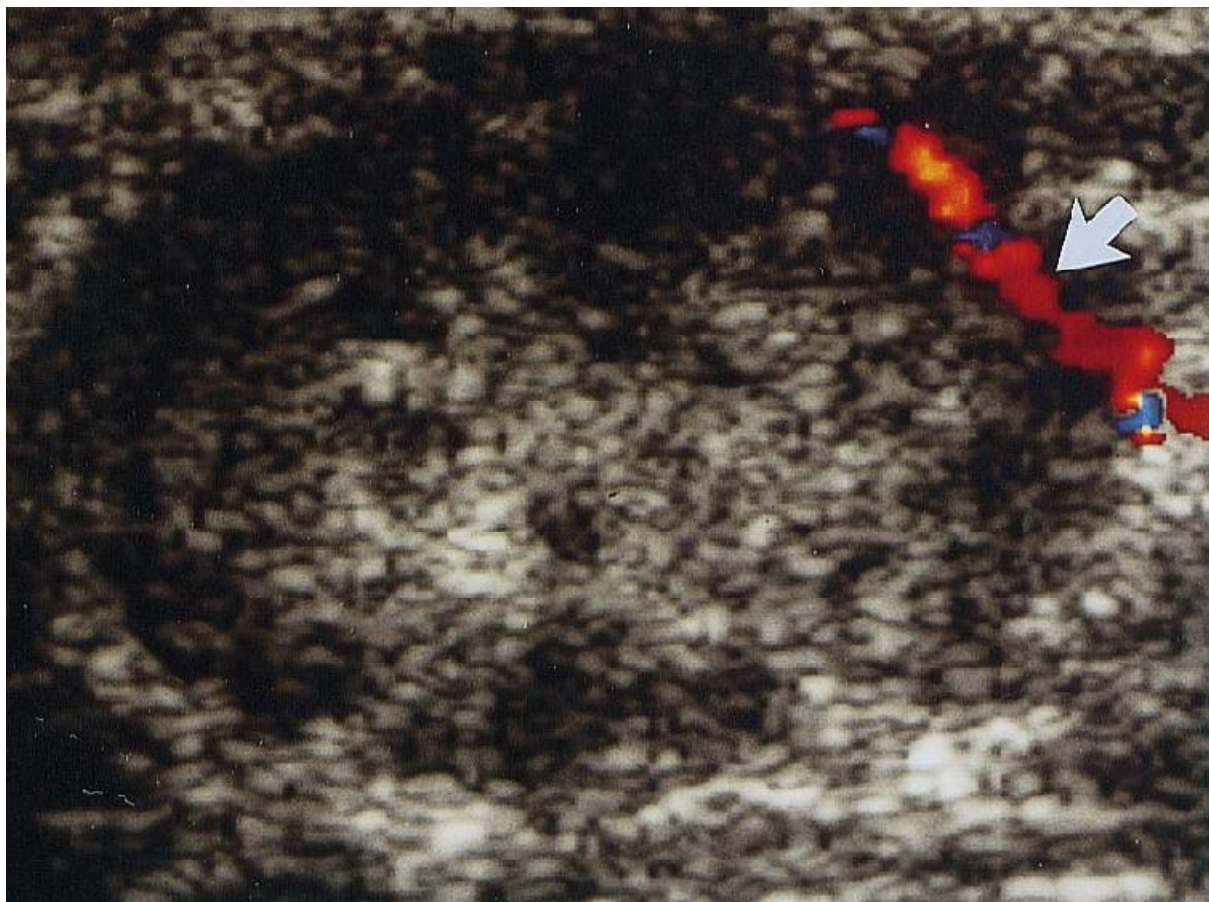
échographie Doppler Colo flow dans le plan radial, objective une masse solide hypoéchogène hétérogène avec un seul vaisseau périphérique (flèche) (210).
